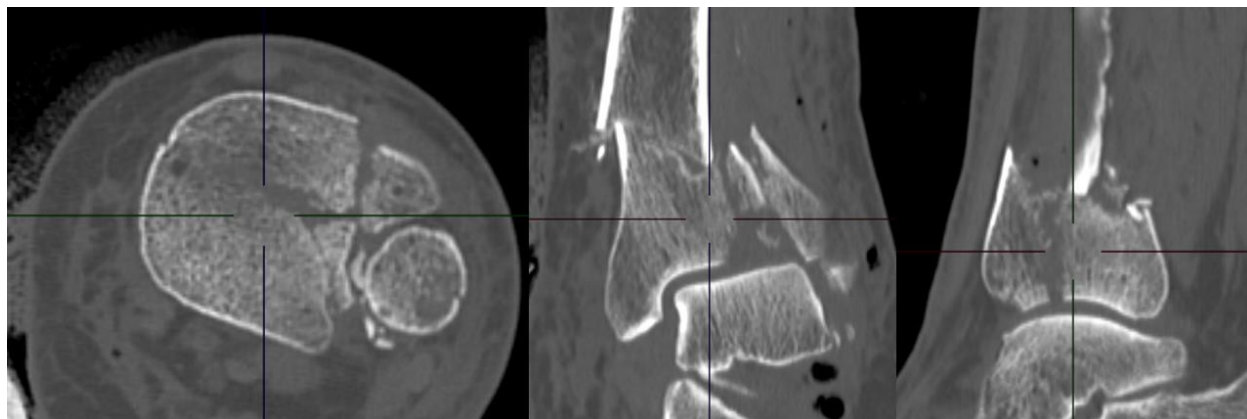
Компьютерная томограмма левого голеностопного сустава пациентки П., 74 г. при поступлении: аксиальный, фронтальный, сагиттальный срезы.
